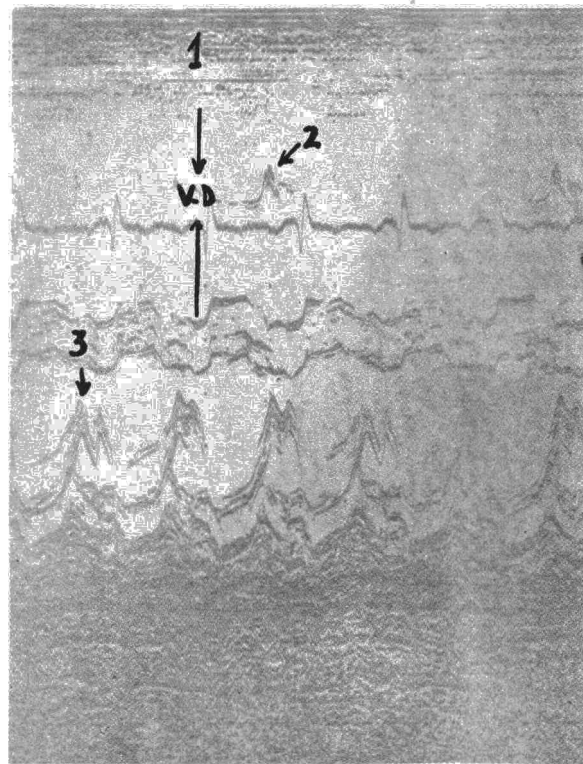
Ecocardiograma (transductor en posición mitral) Vel. papel 25 mm/seg. 1: Gran aumento de ventrículo derecho. 2: Restos de ecos de la válvula tricúspide. 3: Pendiente diastólica mitral E-F disminuida.
